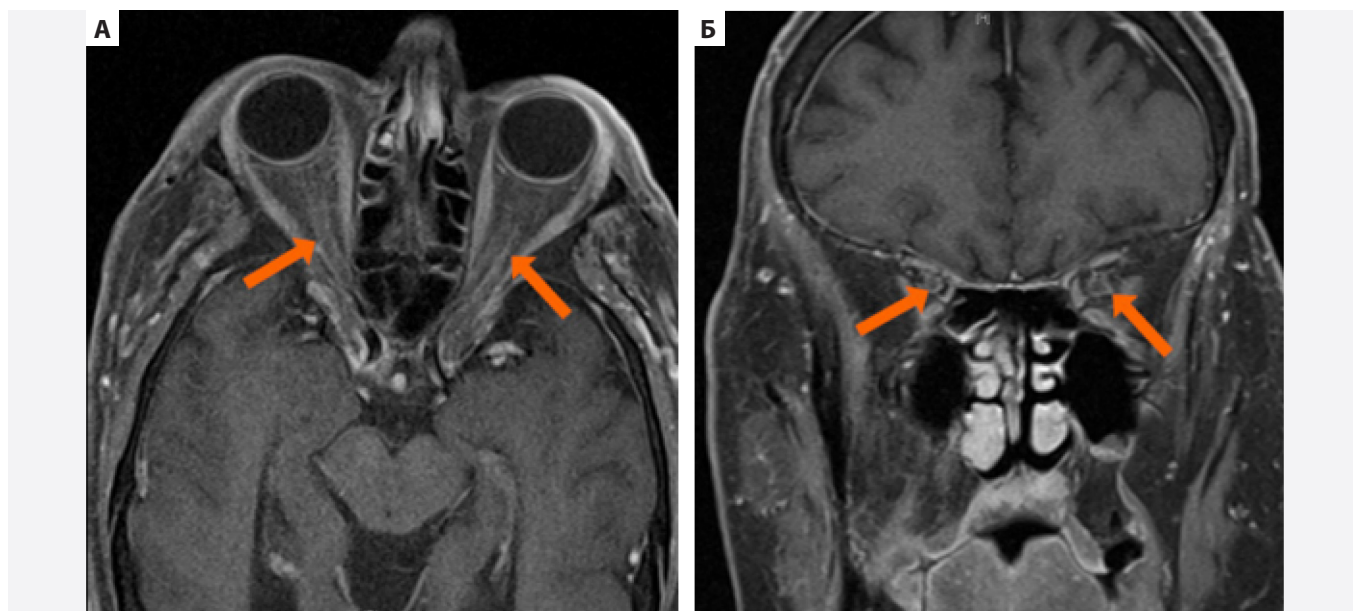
МРТ головного мозга в режиме Т1-ВИ с контрастированием (А, Б) у пациента 53 лет с меланомой, получающего ипилимумаб, с потерей зрения на правый глаз. На Т1-ВИ после контрастирования определяется незначительное кольцевидное периневральное контрастирование зрительных нервов, что соответствует их воспалению (стрелки) [17]
